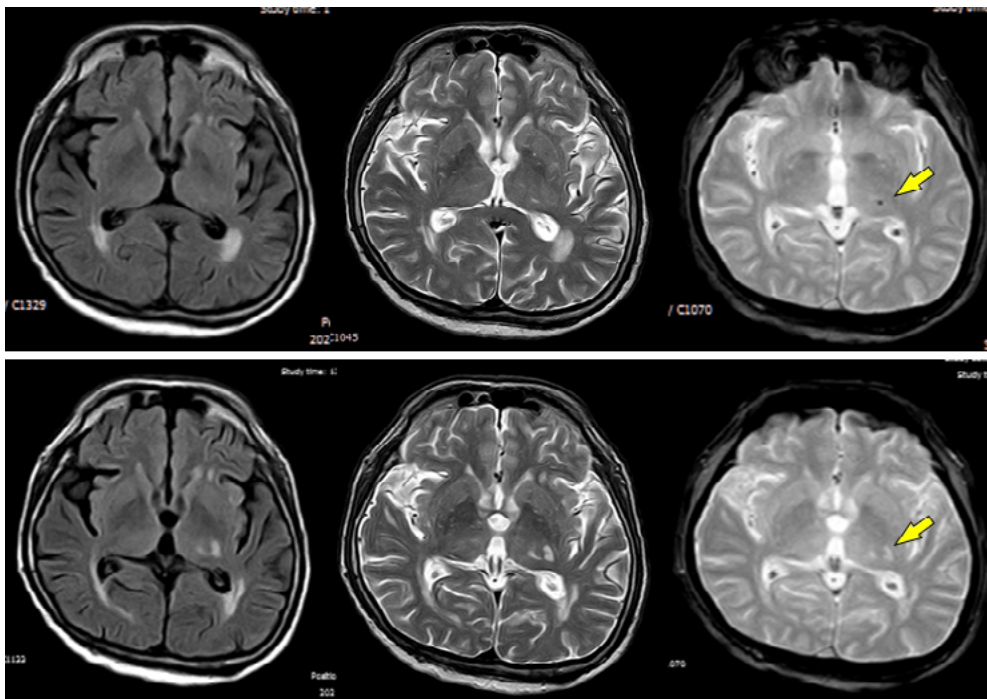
Upper panel: MRI (FLAIR, T2-weighted and gradient-echo sequences) on first admission showing a microbleed in the posterior limb of the internal capsule. Lower panel: same sequences of MRI taken on second admission showing a lacunar infarct in the region where the microbleed was located and disappearance of the microbleed (arrow)
